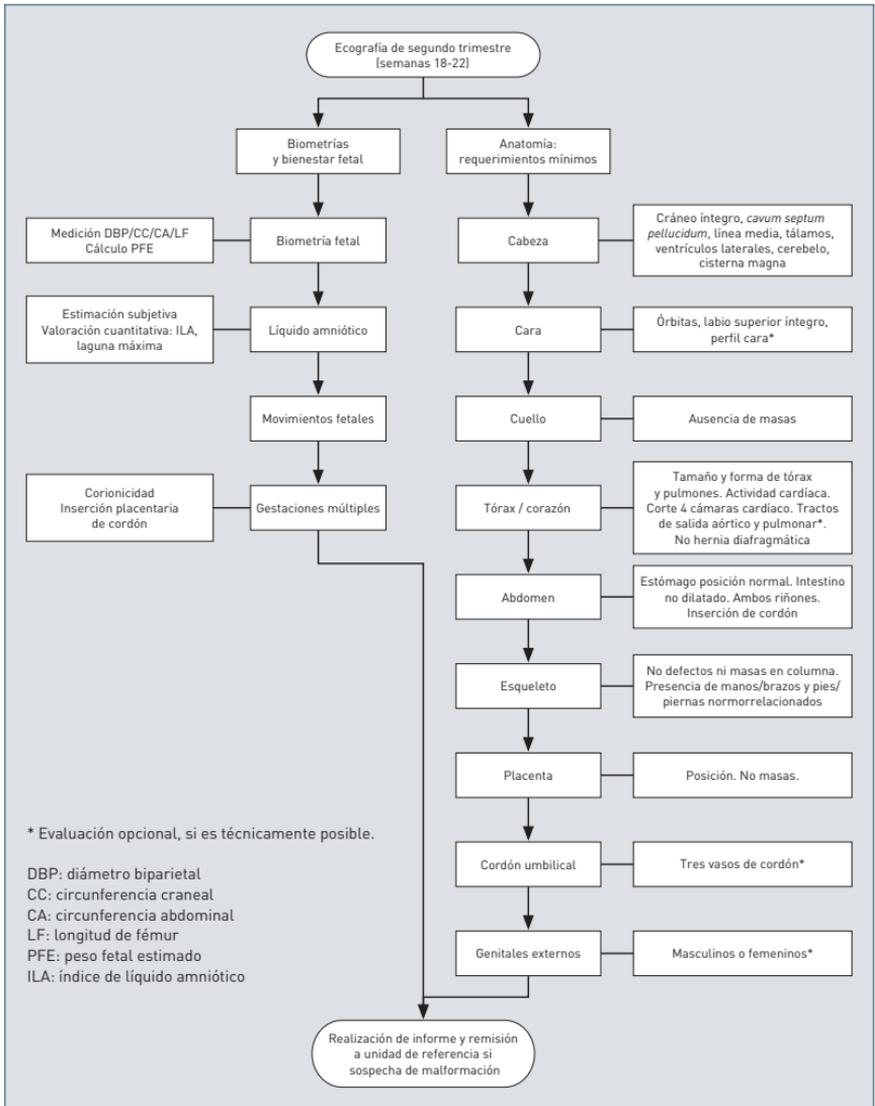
Exploración sistemática en la ecografía morfológica del segundo trimestre.
